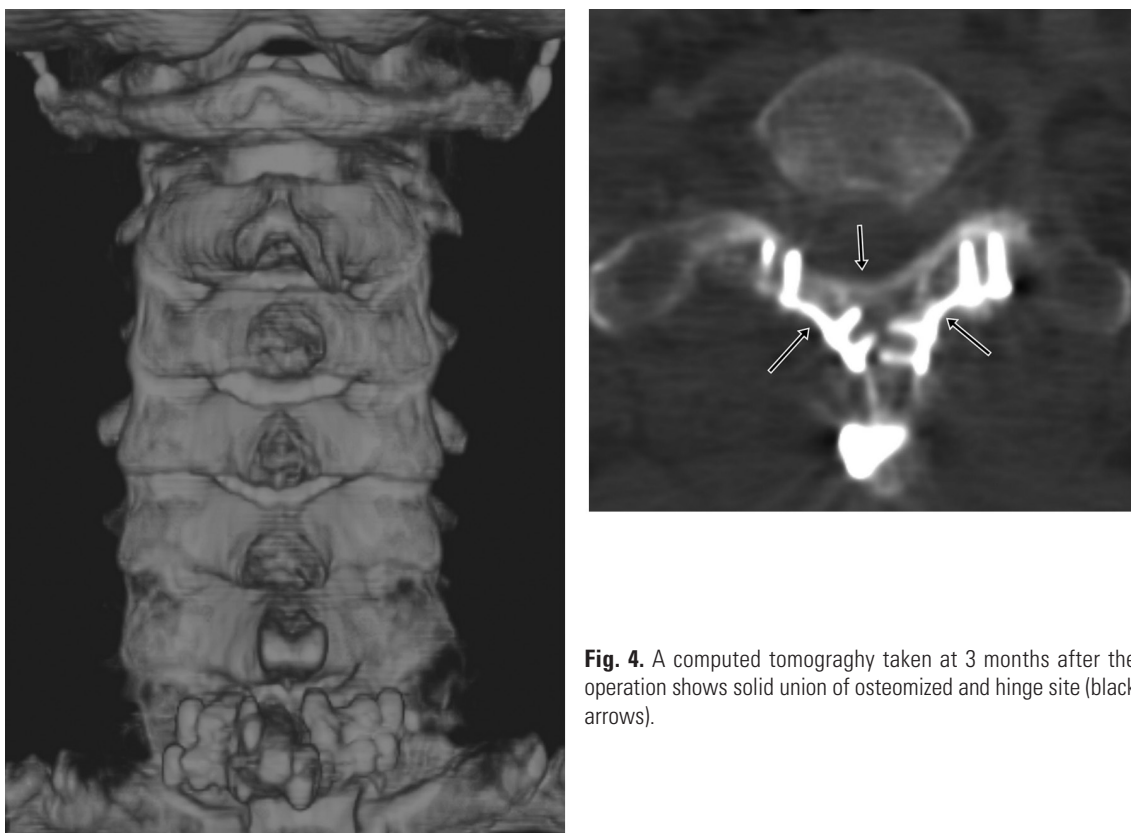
A computed tomography taken at 3 months after the operation shows solid union of osteomized and hinge site (black arrows).
